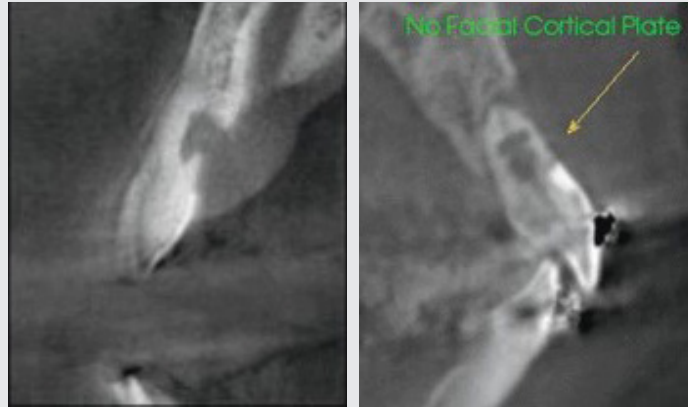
Cone beam CT를 이용하여 치근 외흡수와 치근 내흡수를 감별진단할 수 있다
